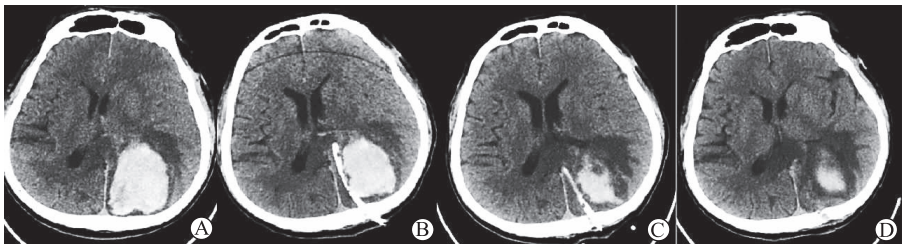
钻孔引流手术引流管置管位置欠佳 A 为术前 CT 提示血肿位于左侧顶部;B 为钻孔引流术后 CT 显示引流管位置欠佳;C 为钻孔引流术后第 5 d 血肿大部分吸收,但水肿明显;D 为钻孔引流术后第 11 d 显示水肿依旧明显
